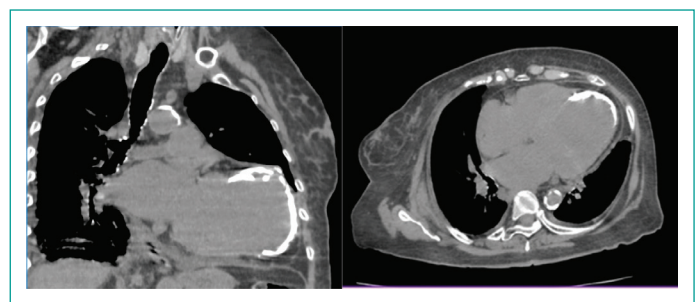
(A) TAC de tórax simple demuestra el gran aneurisma ventricular izquierdo calcificado que abarca la pared anterior y la porción apical. (B) No se descarta la presencia de trombo ventricular izquierdo.
